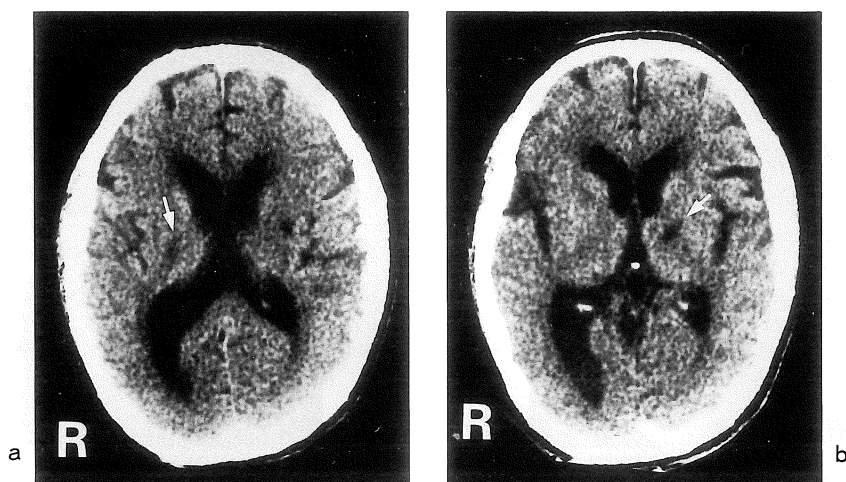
第2病日の頭部CT scan: 右内包後脚に境界不明瞭な低吸収域 (図1 a: 矢印), 左 thalamocapsular region に境界鮮明な低吸収域 (図1 b: 矢印) を認める.
